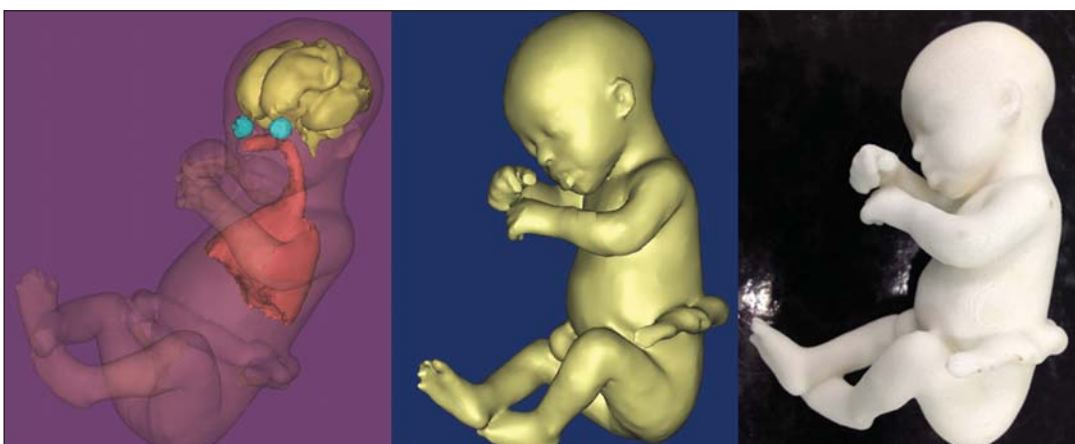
Caso 18. Feto portador de trissomia 21. Modelo virtual e físico do corpo inteiro obtido por RM.
